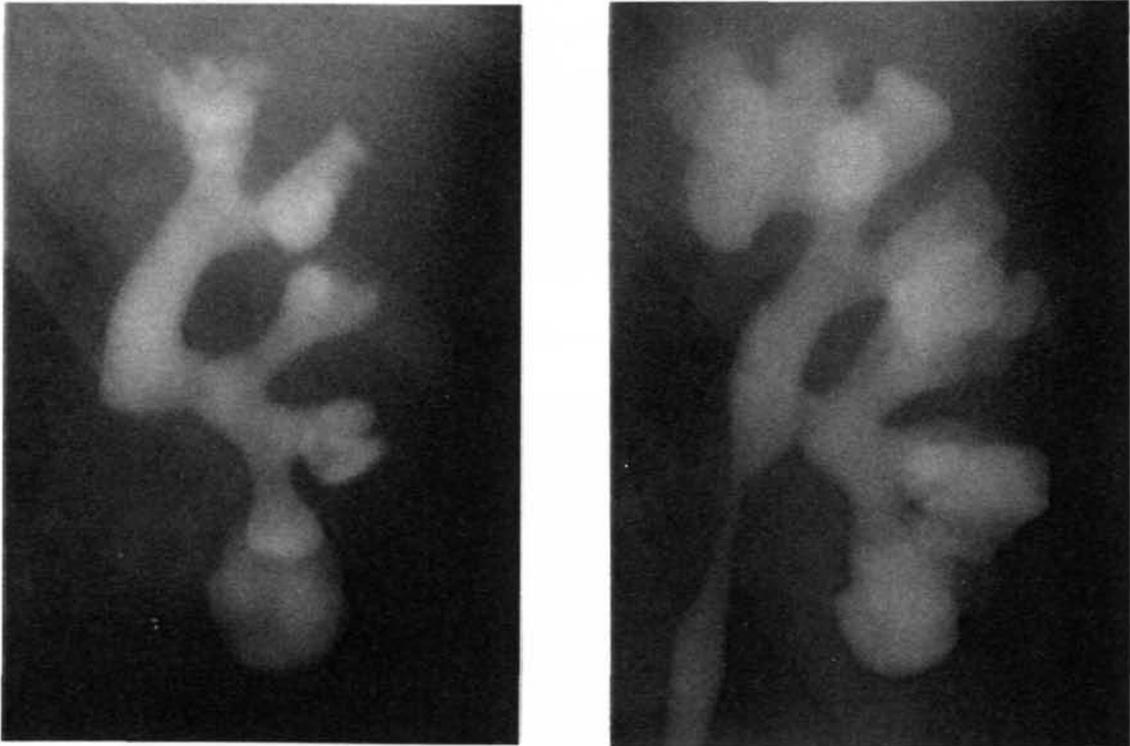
M-7a y b.- Radiografía simple y urografía intravenosa con litiasis coraliforme izda y severa ectasia suprayacente.
